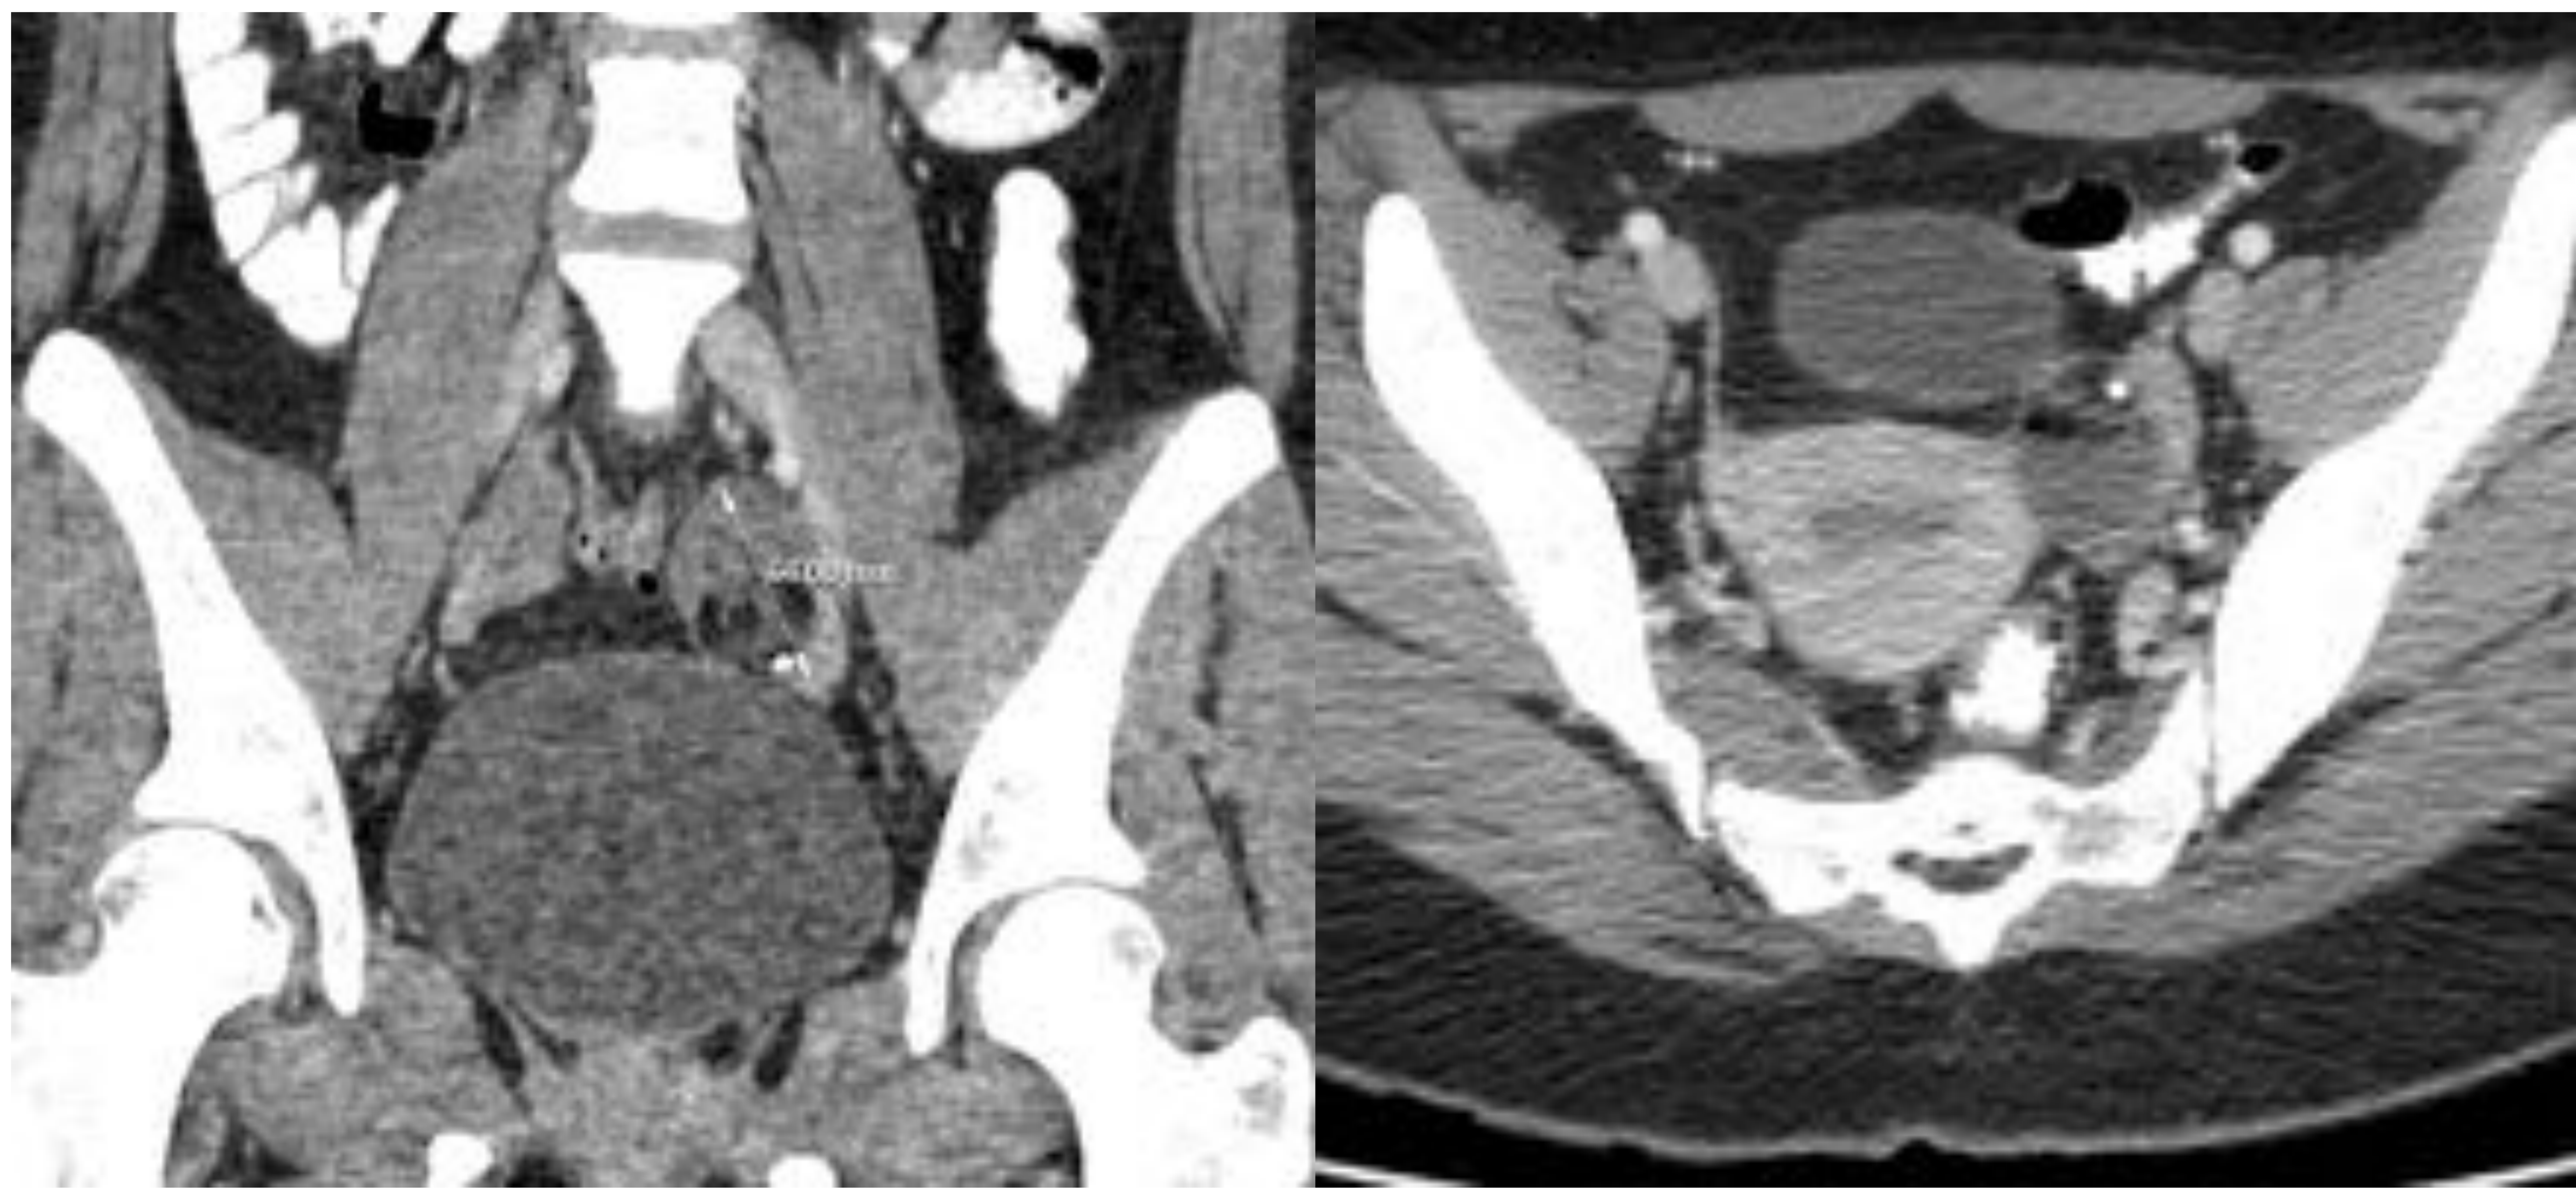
Reconstrucción coronal y axial de una TC de abdomen en fase portal: Paciente que acude al servicio de urgencias de nuestro centro con clínica de dolor abdominal en FII asociado a fiebre, nos piden TC abdominal para descartar diverticulitis. Se realiza una TC abdominal en fase portal tras administrar contraste yodado por vía oral. Incidentalmente se observa una pequeña lesión de coeficiente de atenuación de partes blandas dependiente de anejo izquierdo, de 4.4 cm aproximadamente de eje mayor. Esta lesión presenta imágenes en su interior de coeficiente de atenuación graso así como alguna calcificación puntiforme. Es compatible con quiste dermoide ovárico.
